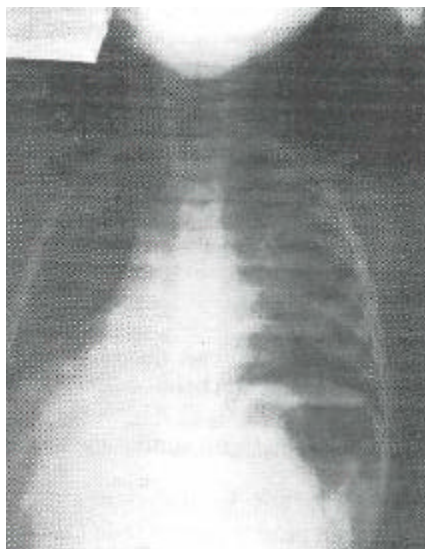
Radiografía de tórax pre-operatoria se observa atelectasia del lóbulo inferior y radiolucidez del lóbulo superior y medio.
